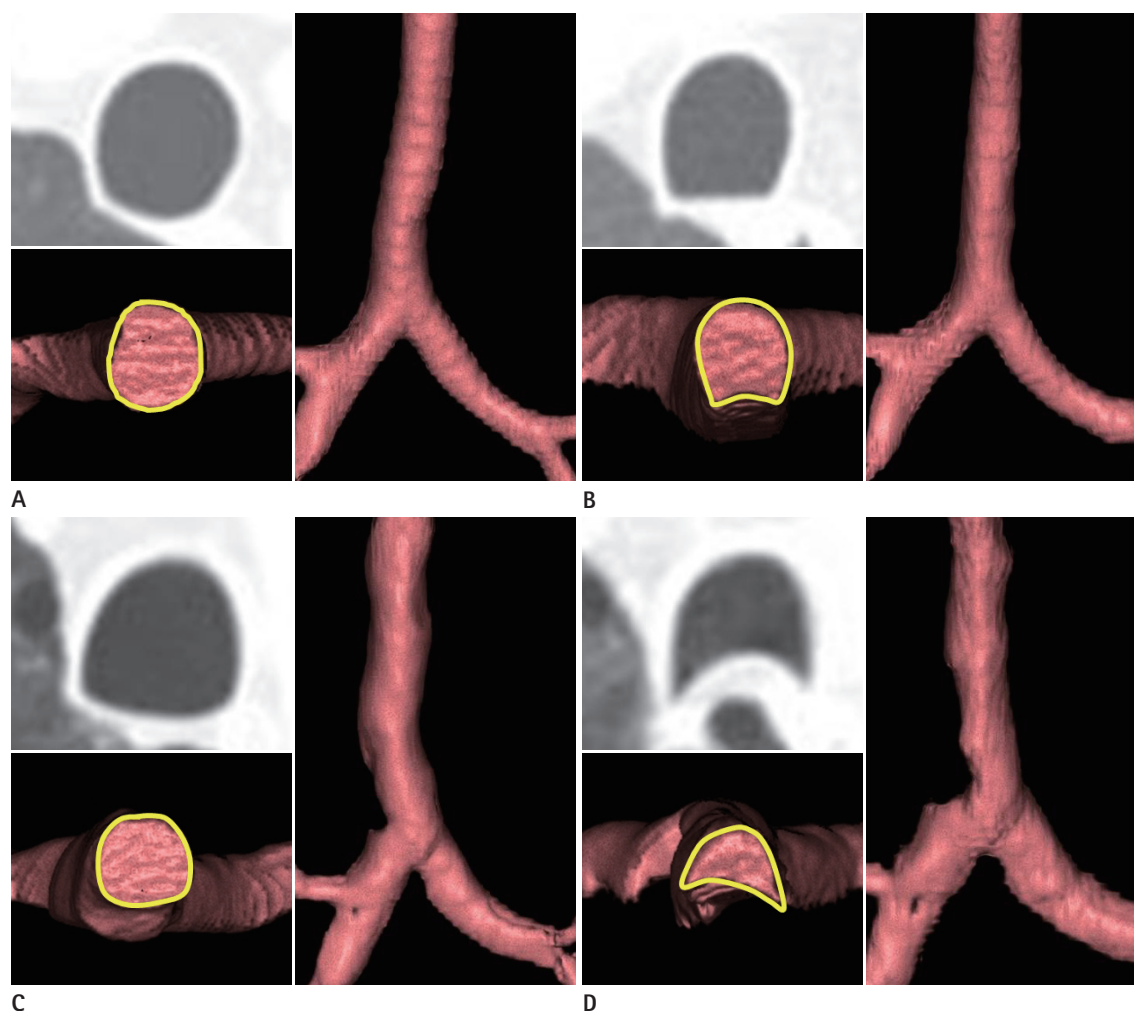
CT (axial plane) and three-dimensional reconstructed VIDA images (axial and coronal view) of normal and tracheobronchomalacia group. Inspiration (A) and expiration (B) of normal subjects: there is no significant change of tracheal luminal area on inspiration and expiration. Inspiration (C) and expiration (D) of tracheobronchomalacia patients: the luminal area of the trachea on reduces on exhalation, as compared with inhalation.
